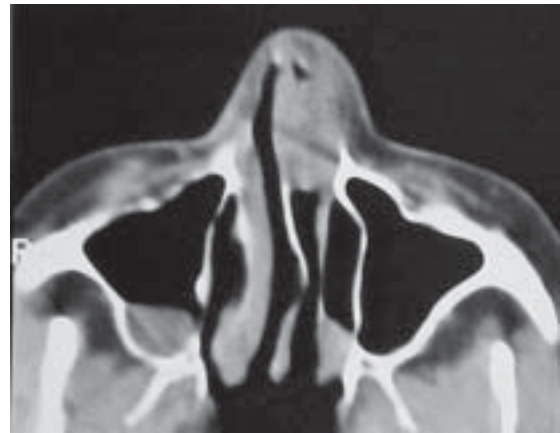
Tomografía computada de nariz y senos paranasales en corte axial, contrastada que muestra lesión ocupativa en vestíbulo nasal izquierdo que capta en forma heterogénea y no infiltra tejidos adyacentes. Provoca ligero efecto de masa en septum caudal desplazándolo hacia la derecha.
